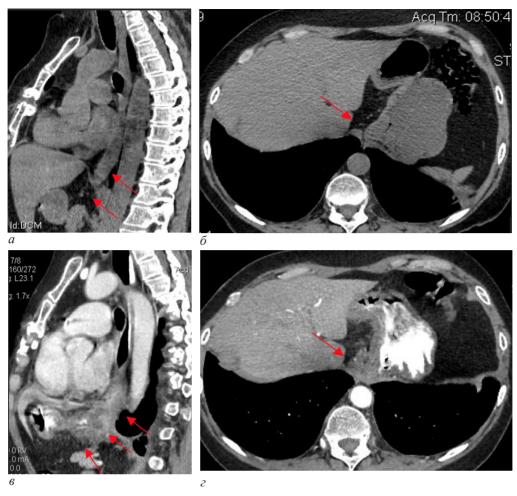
Компьютерно-томографическая картина в динамике за 6 месяцев: а – отсутствие изменений стенки пищевода (указано стрелками); б – отсутствие увеличенных лимфатических узлов малой кривизны желудка (указано стрелкой); в – новообразование нижнегрудного отдела пищевода с распространением на область кардиоэзофагеального перехода, дно желудка с экстраорганным распространением опухолевых масс в парагастральную жировую клетчатку (указано стрелками); г – конгломерат лимфатических узлов вдоль малой кривизны желудка (указан стрелкой)
